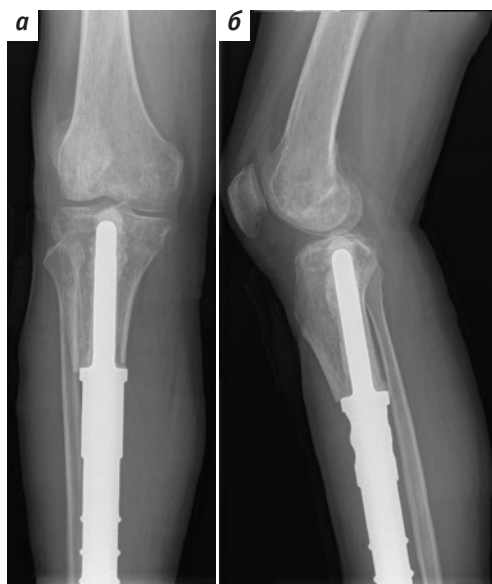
Рентгенограмма после операции (проксимальная часть эндопротеза): а – прямая проекция; б – боковая проекция
